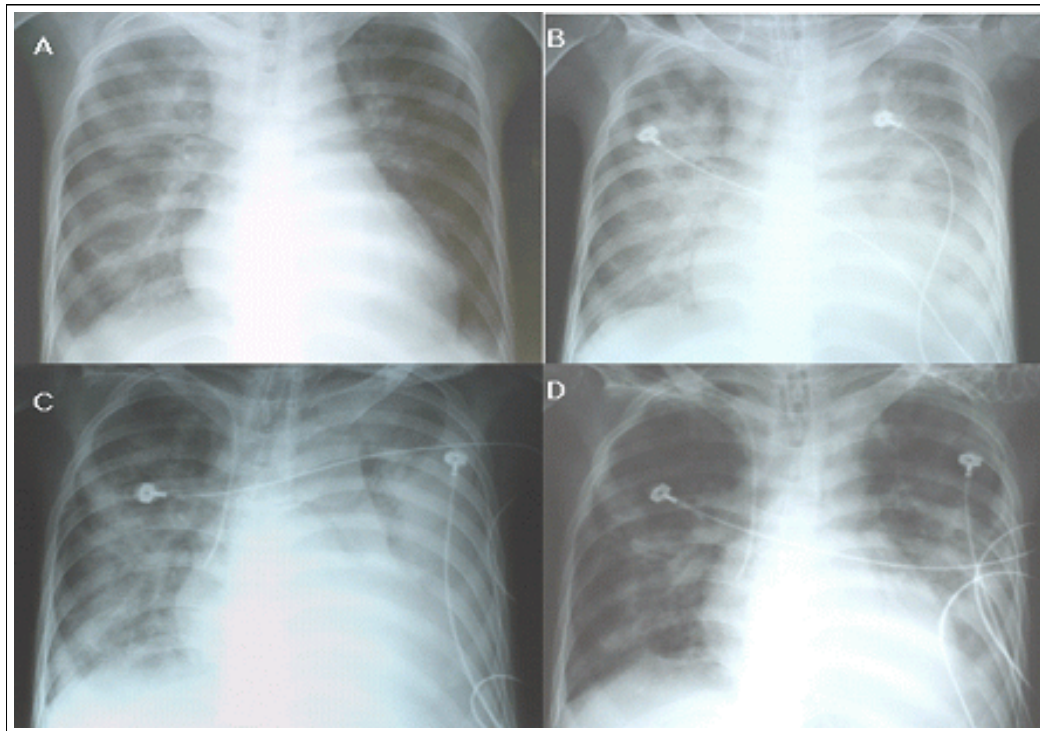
Serial follow up of chest X-ray. A: At admission, diffuse hazy infiltration was noted on right lung field. B: Two days after admission, more aggravated and newly developed haziness wereas noted on right and left lung fields, respectively. C: Seven days after admission, increased haziness wereas still noted on both lung fields. D: 18 days after admission, haziness slightly improved with steroid therapy.
